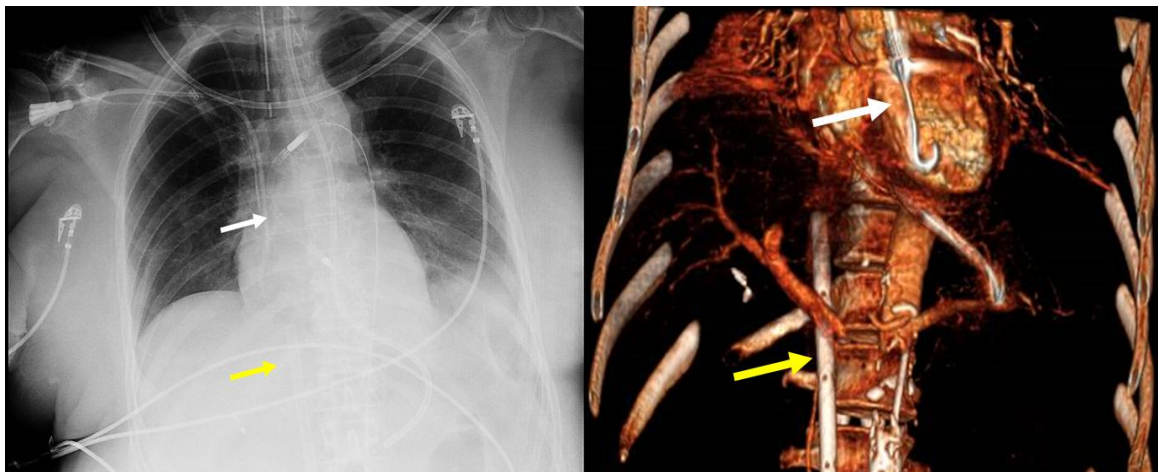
Rx de tórax y reconstrucción 3D de TC con Impella posicionado en válvula aórtica (flecha blanca) y cánula venosa de ECMO-VA en vena cava inferior (flecha amarilla).
